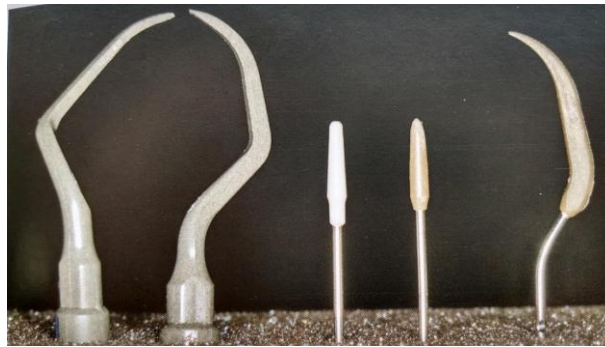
Puntas de ultrasonido diseñadas para uso en implantes.²
